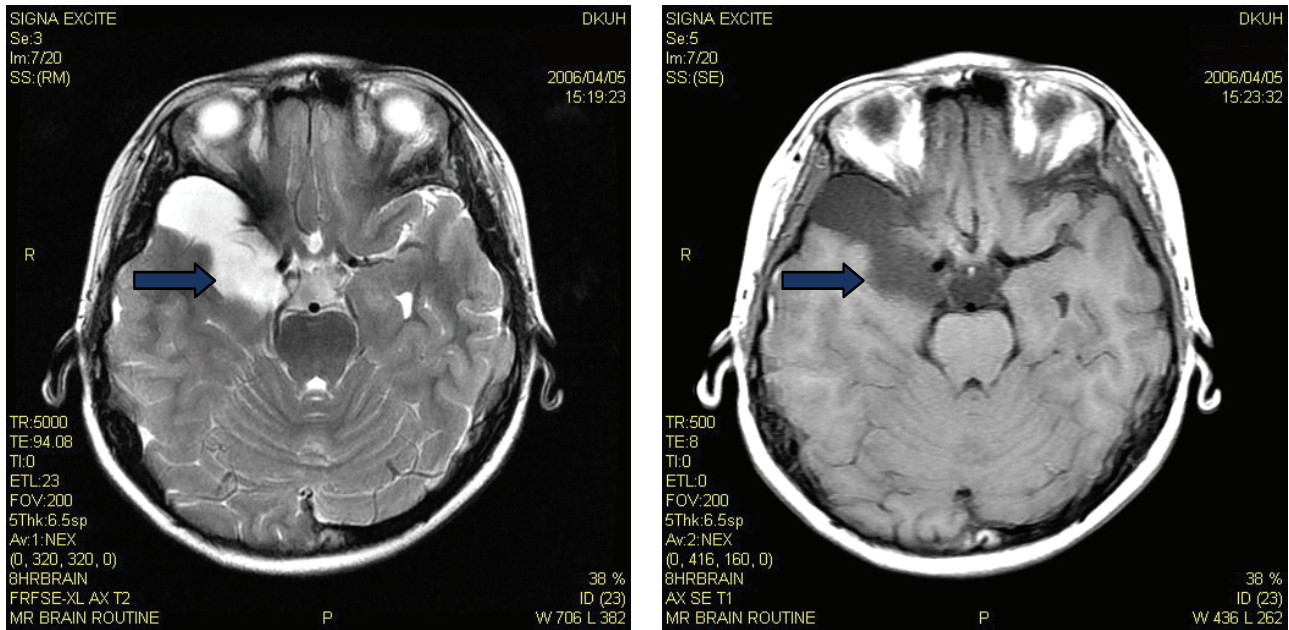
The patient's transverse brain MRI section shows arachnoid cyst in the right temporal lobe.
